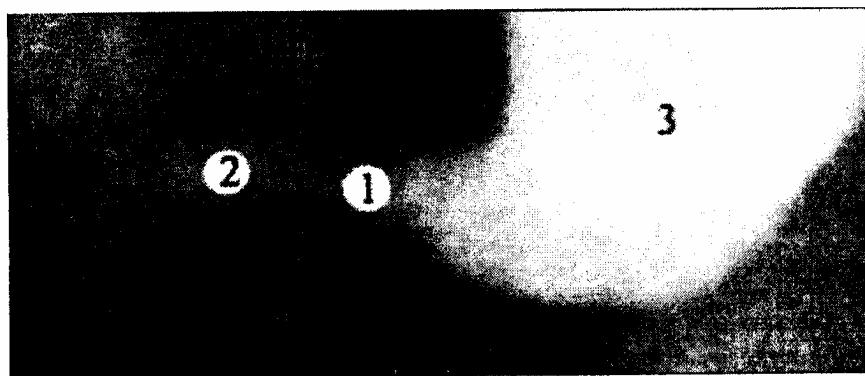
Скелетотопія гастродуоденального переходу 6-місячного плода (300,0 мм ТПД), шлунково-кишковий тракт якого заповнений контрастною сумішшю на основі свинцевого сурика. Фоторентгенограма. Зб. х1,8:
